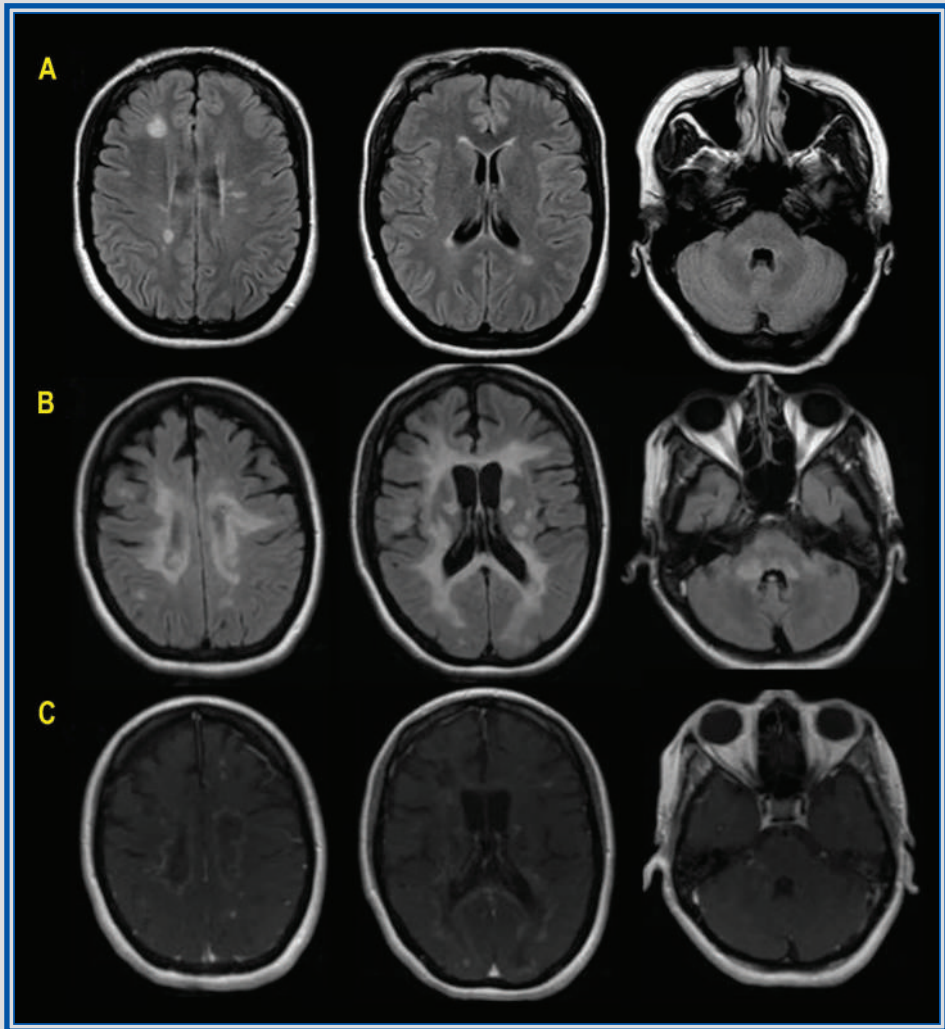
Capítulo 21. Resonancia magnética de cerebro en cortes axiales. A: Secuencias FLAIR en paciente con EMRR durante el tratamiento con natalizumab, que evidencia lesiones hiperintensas, ovaladas y redondeadas en la sustancia blanca yuxtacortical y periventricular. B y C: IRM realizada debido a deterioro clínico posterior a suspensión abrupta del natalizumab, en la cual se observa incremento en el número y en el tamaño de las lesiones, con realce poscontraste.
